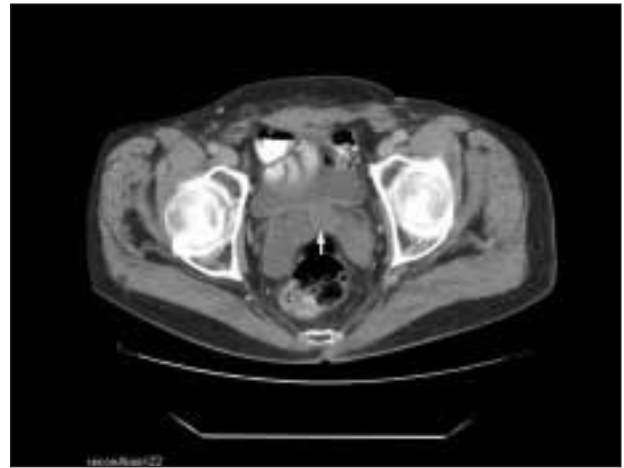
TAC con contraste mostrando grandes quistes de las vesículas seminales (flecha), hernias inguinoescrotales bilaterales y diverticulosis en sigma.
